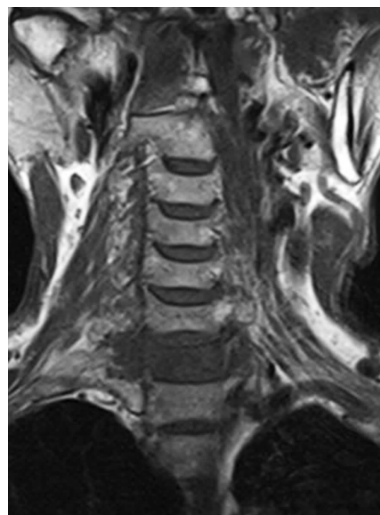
患者,女,58 岁,颈部冠状位 MRI T1WI 图像
